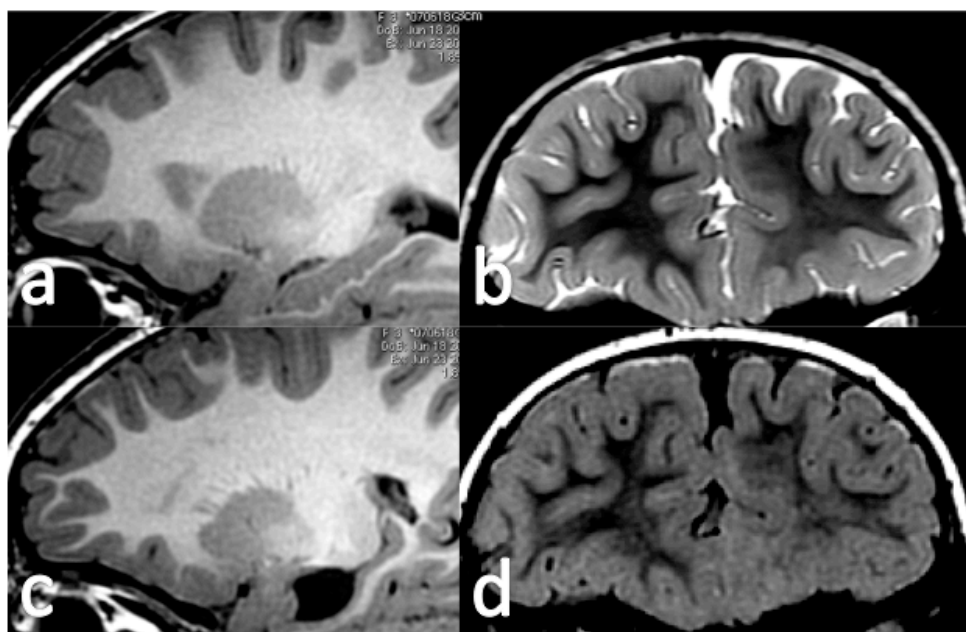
Ejemplo de borrosidad cortical en displasia cortical focal. Corte sagital T1 (a) que muestra pérdida de definición del margen cortical en corteza orbitofrontal. La imagen correspondiente del hemisferio derecho para comparación (c) muestra buena definición del margen cortical en la misma localización. En los cortes coronales con secuencias T2 (b) y FLAIR (d) se observa pérdida de la definición del margen cortical, de forma más evidente en la secuencia FLAIR, donde se observa además mínima alteración de señal de la sustancia blanca yuxtacortical.
